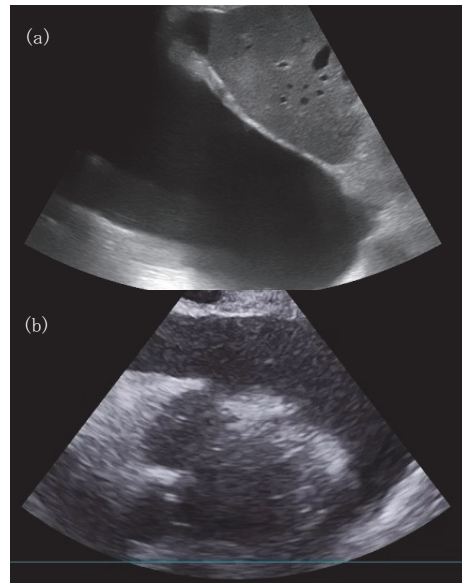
(a) Ultrasound scan on August X 20XX showed massive pleural effusion.
